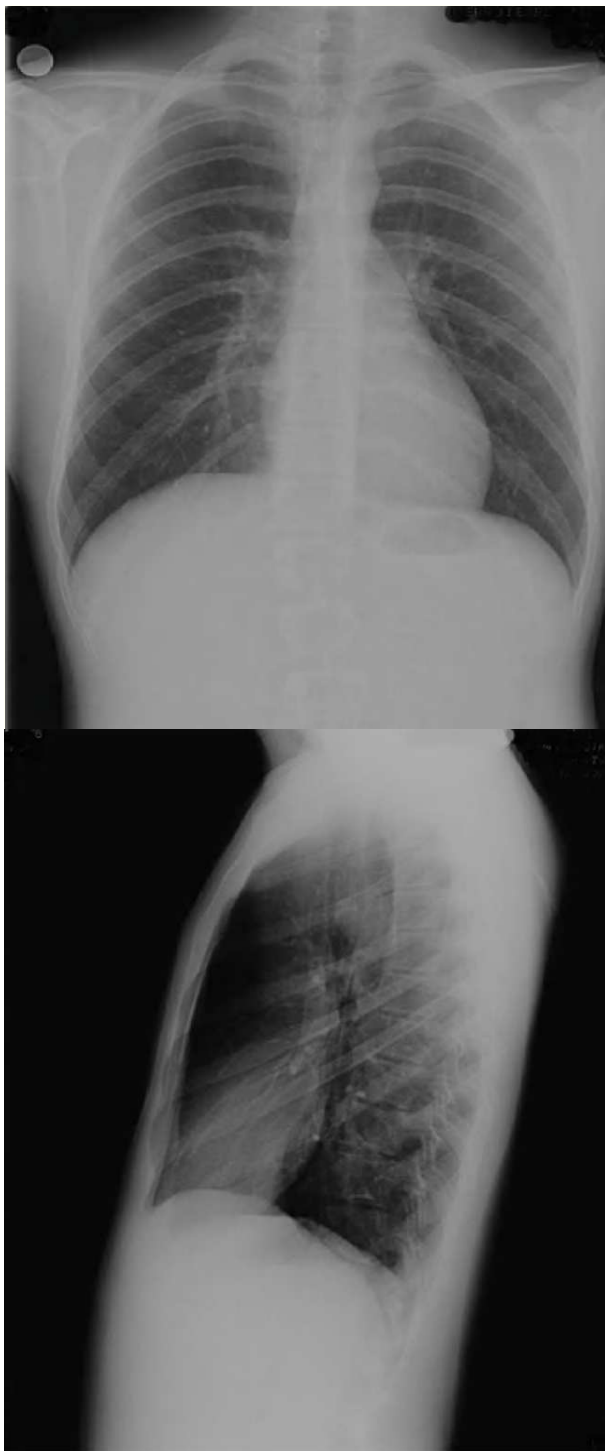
Radiografía de tórax posteroanterior y lateral.
